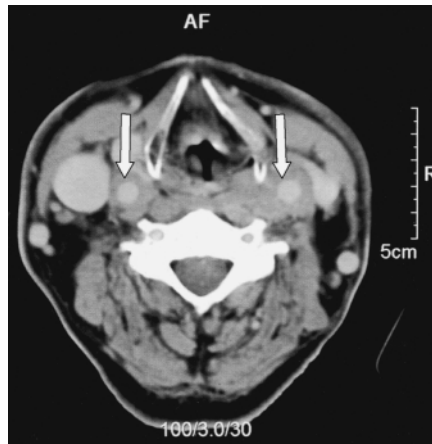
Die CT-Untersuchung des Halses zeigt ein bilaterales, zirkuläres Weichteilplus mit massiger Kontrastmittelaufnahme isodens zur Muskulatur um die A. carotis communis beidseits.
